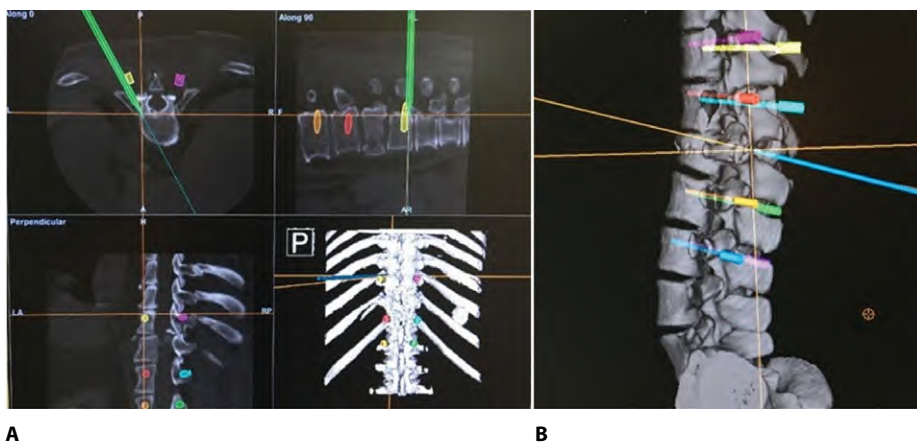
Трехмерная модель поврежденного отдела позвоночника: А – зона позвоночника с повреждениями на основе КТ-сканирования; В – виртуальная металлоконструкция
